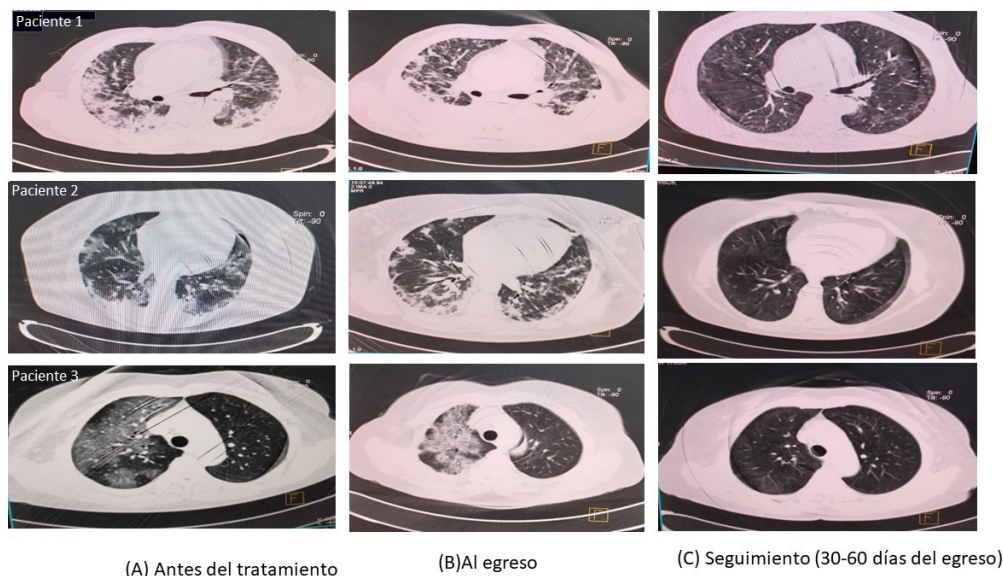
Tomografía axial computarizada (TAC) de tórax de 3 pacientes tratados con nimotuzumab. Imágenes secuenciales al ingreso (columna A), al alta (columna B) y seguimiento (30-60) días después del alta. A y B: áreas extensas de opacidades en vidrio deslustrado, consolidación del espacio aéreo en la fase exudativa y disminución de los volúmenes pulmonares en las fases organizativa y fibrótica. C (seguimiento): Los 3 pacientes mostraron resolución de las lesiones inflamatorias pulmonares y ningún signo de fibrosis.
